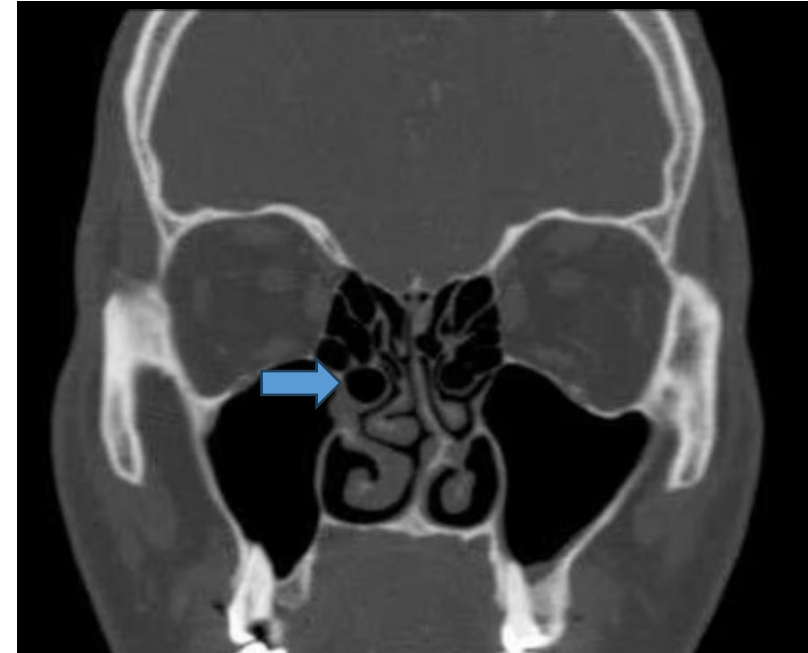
TC craneal reconstrucción coronal, mostrando ejemplo de bulla etmoidal.
